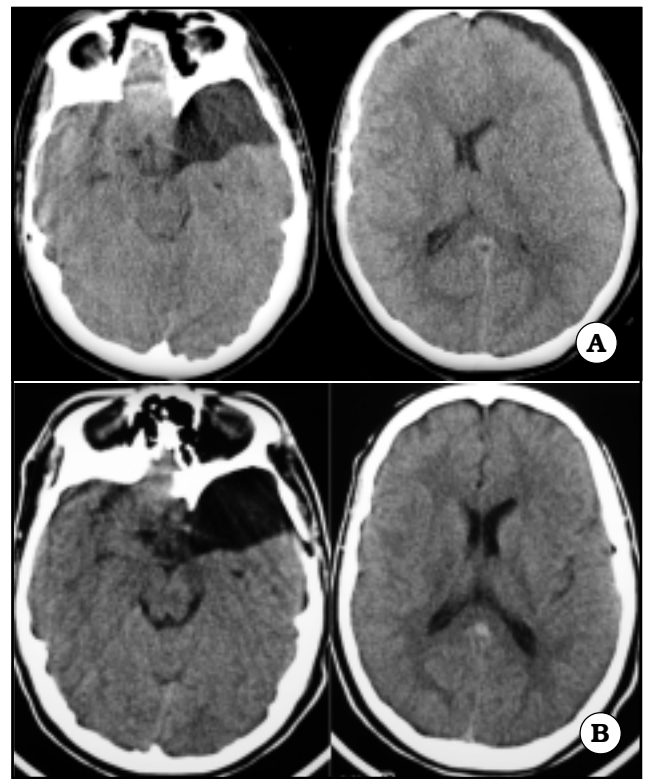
Caso 2. A. TAC prequirúrgica. B. TAC postquirúrgica.
